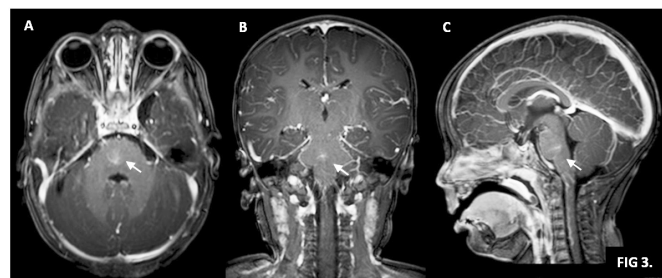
Telangiectasia capilar. Resonancia magnética ponderada en T1 con administración de medio de contraste (gadolinio) intravenoso. Imagen con caracteres de telangiectasia capilar en la protuberancia. A) Corte axial. B) Corte coronal. C) Corte sagital.
